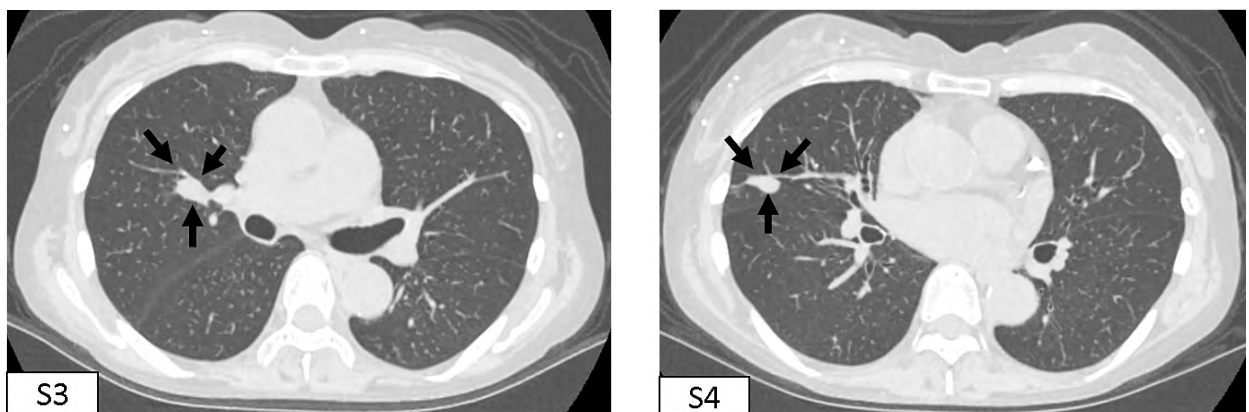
治療開始から3ヶ月経過後の胸部CT画像 (2つの右肺結節影はいずれも縮小を認めた)
